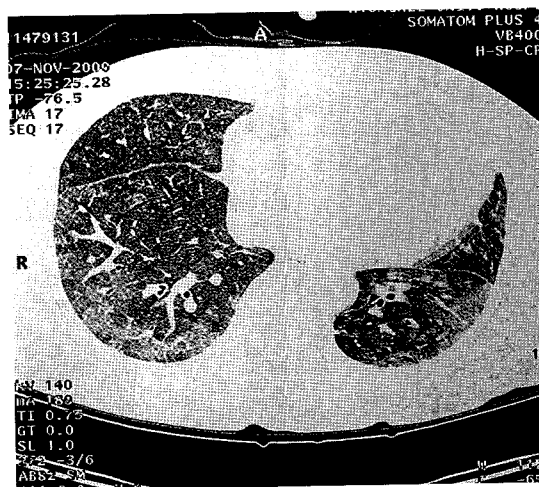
B. HRCT of lower lung zone shows ground glass opacities and slight thickening of interlobular septa.
